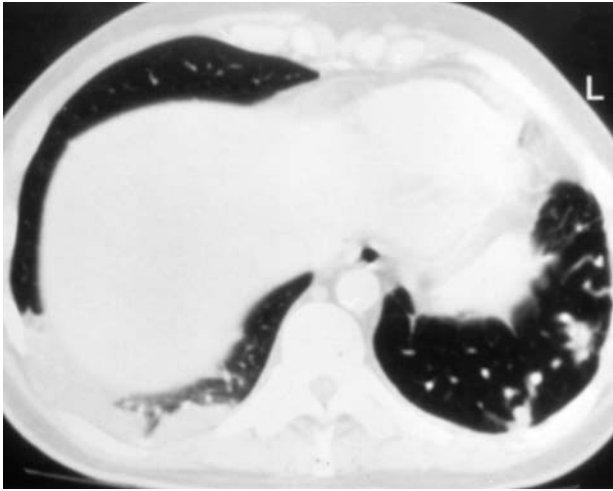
TC torácica con contraste intravenoso: múltiples imágenes nodulares densas en el lóbulo inferior izquierdo que representan fístulas arteriovenosas de pequeño tamaño. Áreas periféricas de alta densidad en el lóbulo inferior derecho que corresponden a infartos pulmonares en el seno de una tromboembolia pulmonar aguda.
